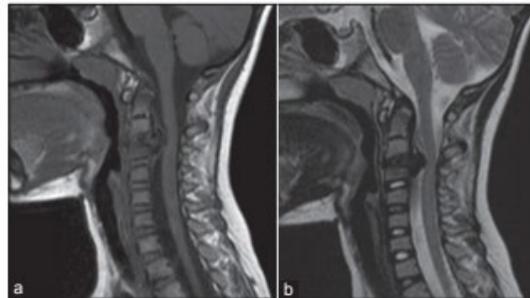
Magnetic Resonance Imaging (MRI) of cervical spine: (a) Sagittal T1W and (b) T2W images. The intervertebral disc C2-3 shows abnormal hypointense signal with posterior herniation and compression of adjoining cervical spinal cord. Normal signal intensity is demonstrated by spinal cord. The cervical vertebrae C2 and C3 show normal morphology and signal intensity
